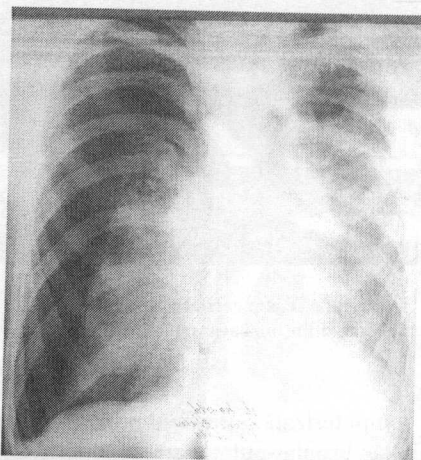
Radiografie toracică preoperatorie (lămurire în text).
